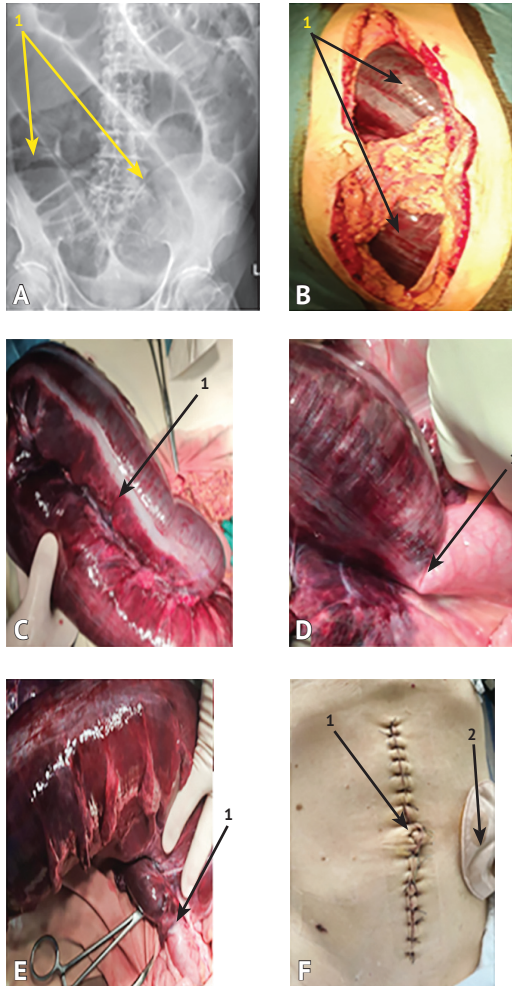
Заворот сигмовидной кишки, странгуляция, некроз сигмовидной кишки. А — обзорная рентгенограмма брюшной полости. Определяется резко вздутые петли сигмовидной кишки (стрелка 1); В — лапаротомия. В брюшной полости расширенные петли сигмовидной кишки (стрелка 1) с признаками ишемии и некроза; С — интраоперационное фото. Сигмовидная кишка с выраженными признаками окклюзионного расстройства кровоснабжения кишки и ее некротическими изменениями (стрелка 1); D — интраоперационное фото. Место заворота сигмовидной кишки с демаркационной линией (стрелка 1); E — интраоперационное фото. Место заворота сигмовидной кишки с демаркационной линией (стрелка 1); F — лапаротомная рана. Вид послеоперационной лапаротомной раны (стрелка 1) и концевой сигмостомы с калоприемником (стрелка 2)
